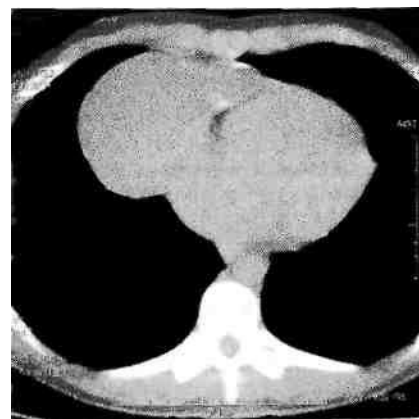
Киста средостения. Компьютерная томограмма.
